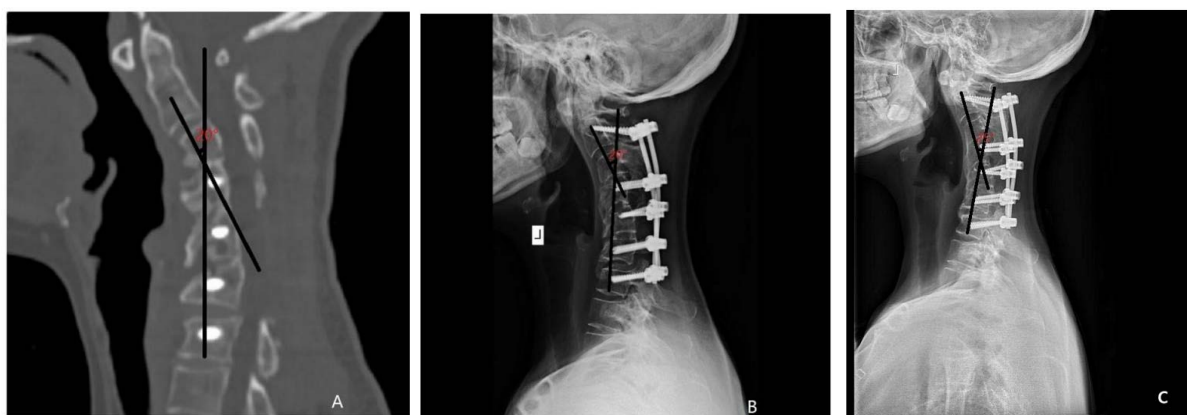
(A) Three months after operation CT three-dimensional imaging (C2~C7 kyphosis angle is about 20°), (B) six months after operation X-ray lateral position (C2~C7 kyphosis angle is about 20°), (C) two years after operation X-ray lateral position (C2~C7 kyphosis angle is about 25°)
